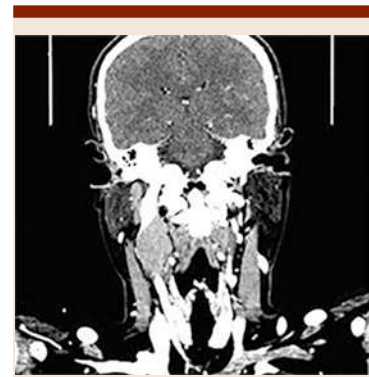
TAC simple y contrastada de cuello; lesión sólida oval localizada en nivel IIB derecho, con diámetros aproximados de 3.7 x 2.9 cm, con realce homogéneo al paso de material de contraste.
